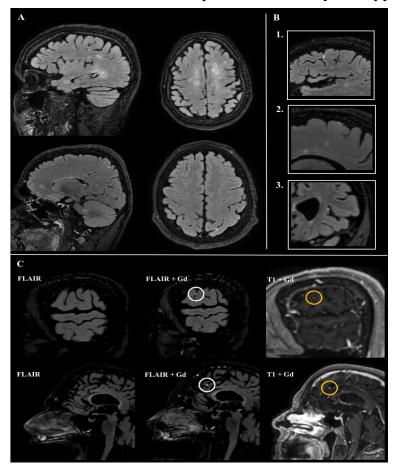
Характеристики лептоменингеальных очагов контрастного усиления МР-сигнала. А — примеры расположения ЛОКУС; В — типы ЛОКУС по форме накопления контраста: 1 — пластинчатые, 2 — линейные, 3 — точечные; С — сравнение визуализации ЛОКУС при ИП FLAIR (ЛОКУС не определяются), ИП постконтрастной FLAIR (визуализация ЛОКУС в сулькальном субарахноидальном пространстве) и постконтрастной ИП Т1 ВИ (трудно дифференцировать ЛОКУС и внутрисосудистое усиление сигнала)
